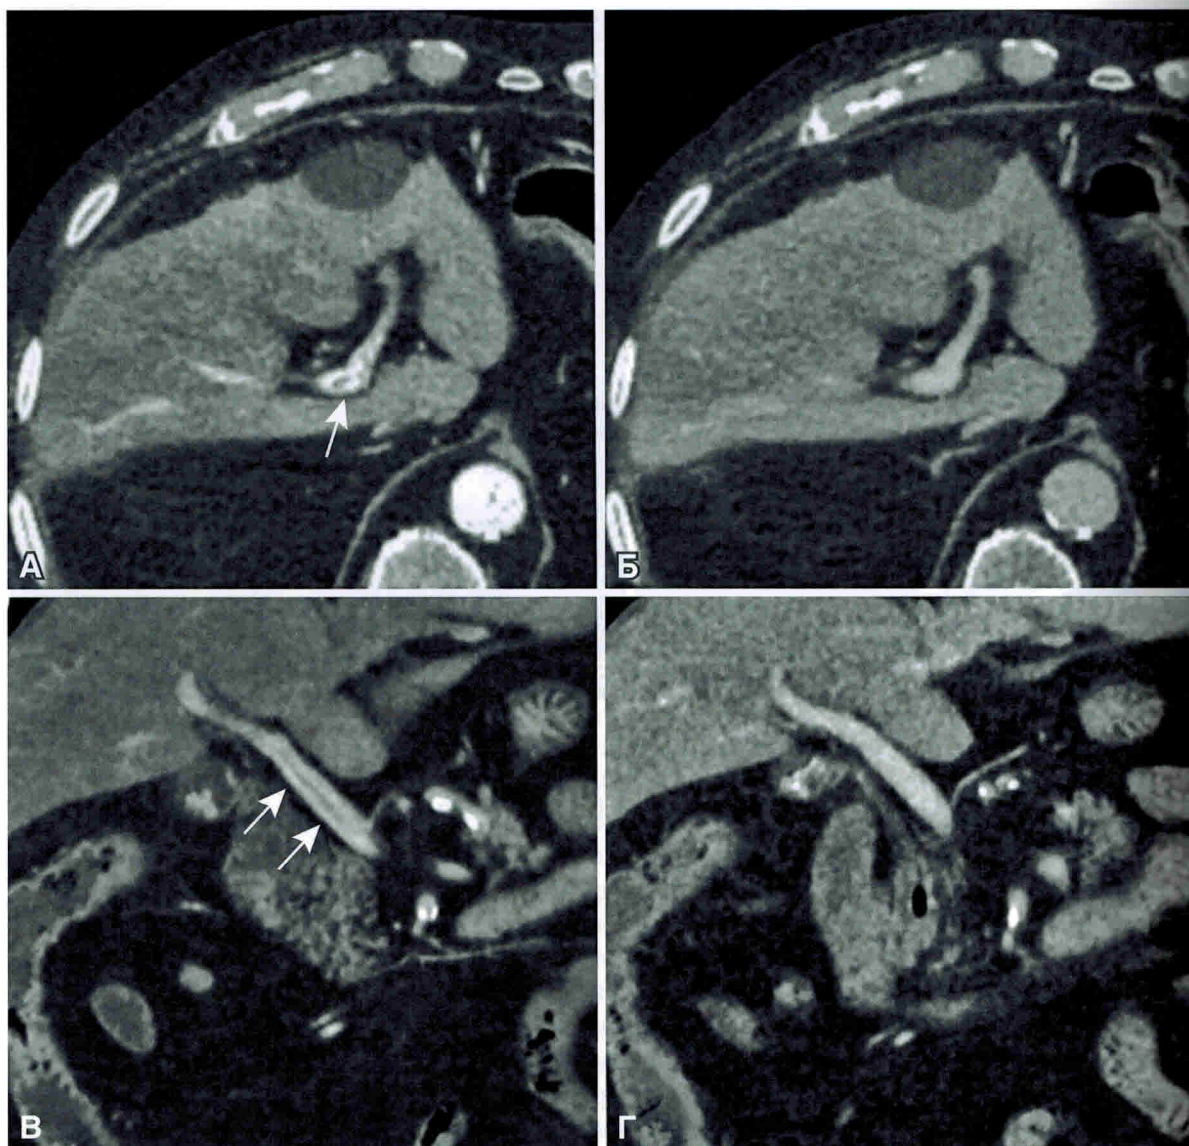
Псевдотромбоз воротной вены. Артефакт потоков контрастированной и неконтрастированной крови (стрелки). А и Б — компьютерные томограммы в аксиальной проекции. В и Г — компьютерные томограммы во фронтальной проекции, А и В — поздняя артериальная фаза контрастирования, Б и Г — паренхиматозная фаза контрастирования.
